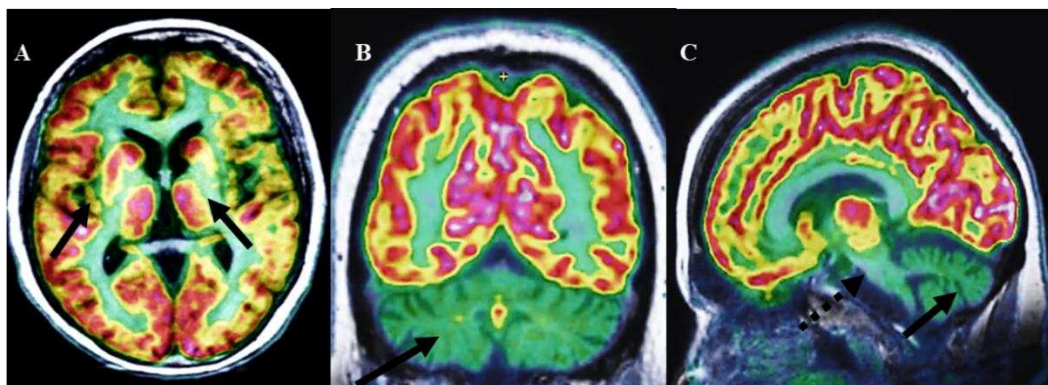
Pattern métabolique en TEP ^{18}F -FDG dans l'AMS.
